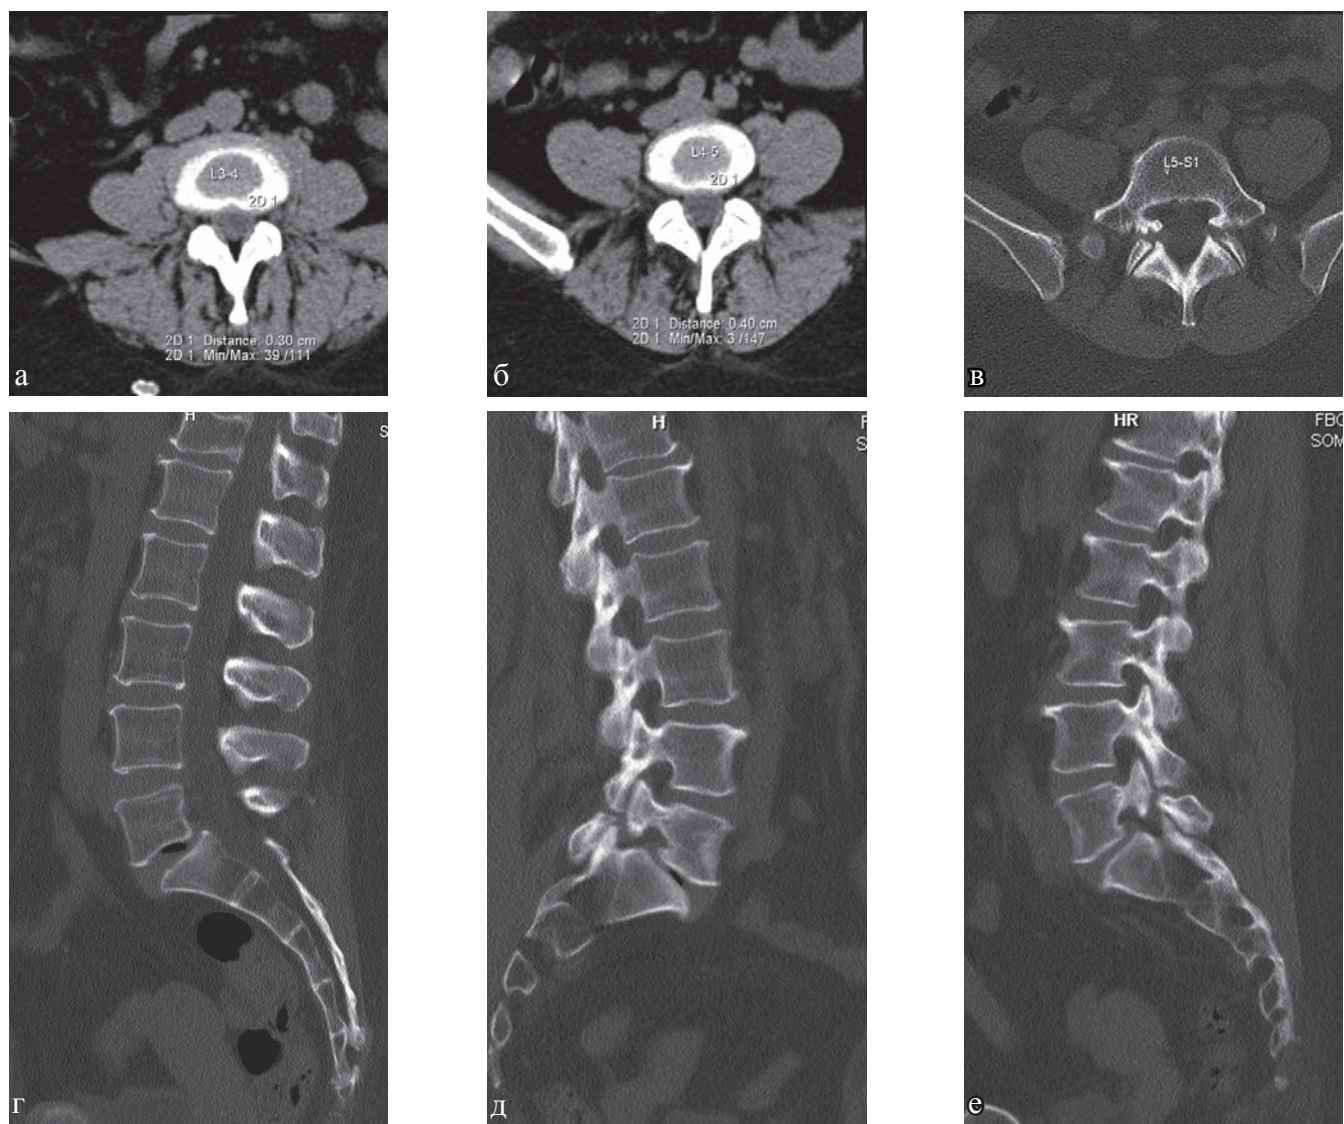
КТ поясничного отдела позвоночника, больная Н., 58 лет: а–в — аксиальная плоскость; г–е — сагиттальная плоскость. Определяется остеохондроз поясничного отдела позвоночника II степени, протрузия межпозвонкового диска L3–4, грыжа межпозвонкового диска L4–5, спондилоартроз, спондилолиз дуги позвонка L5, задний спондилолистез позвонка L4 I степени, передний спондилолистез позвонка L5 I степени
